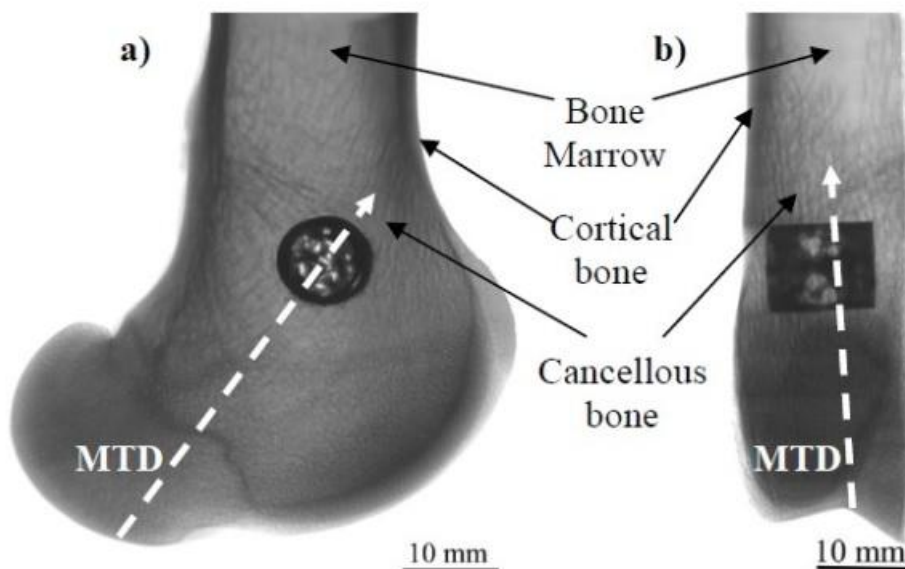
Darstellung einer Femurcondyle mit Implantat aus a) frontaler Sicht, b) lateraler Sicht im μ -CT. Pfeile von oben nach unten: Knochenmark, Kortikalis, Spongiosa [Guillén GT et al. 2012].
